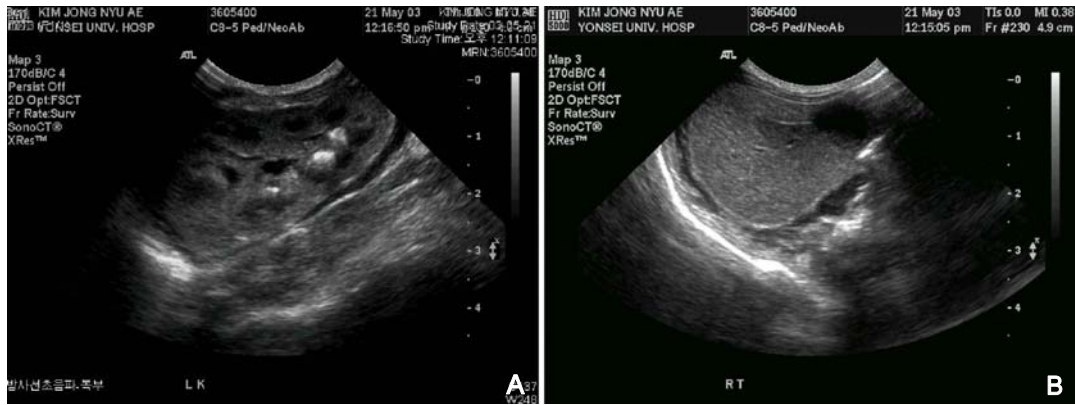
Abdominal ultrasonography demonstrated left kidney(A) but no shape of renal structure in the right renal fossa and peritoneal cavity(B).
